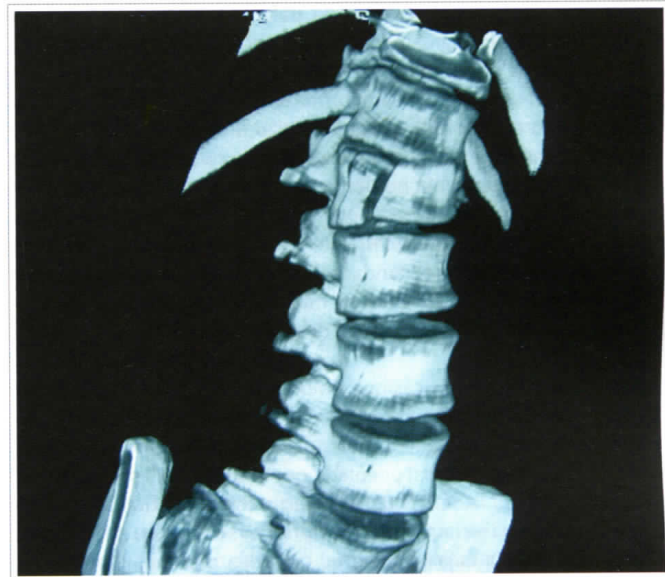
TC 3D con fractura de estallido vertebral de L1
